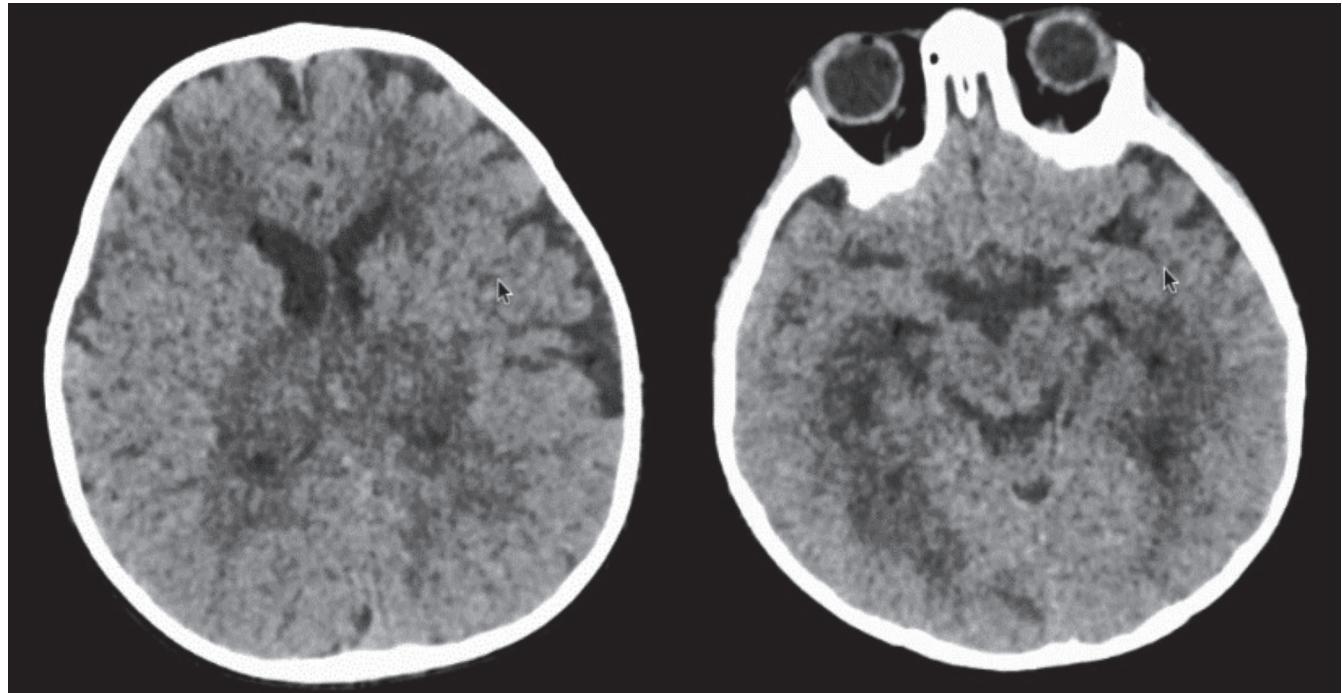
Tomografía axial computarizada de cerebro. Se observa lesiones hipodensas simétricas, en ambos tálamos, tallo cerebral y sustancia blanca periventricular.
